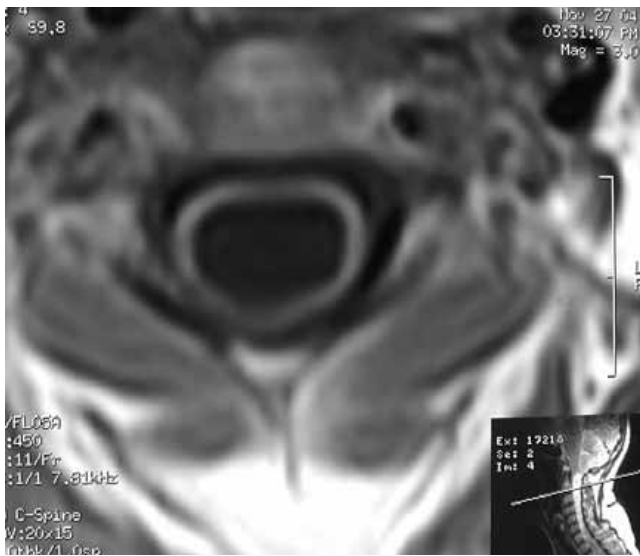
Resonancia magnética proyección axial a nivel cervical en fase T1. Se observa una gran dilatación siringomiélica. La médula espinal se aprecia como una delgada banda en torno a la cavidad.
